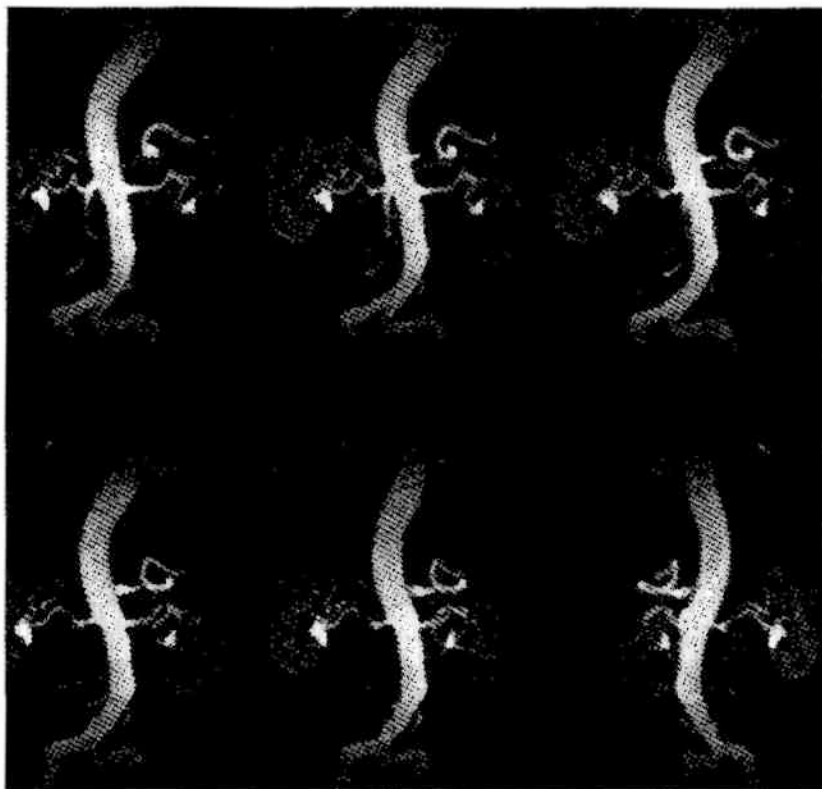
Магнитно-резонансная томография с контрастным усилением. Ангиорежим. Аорта и ее ветви. Ангиоархитектоника почек
